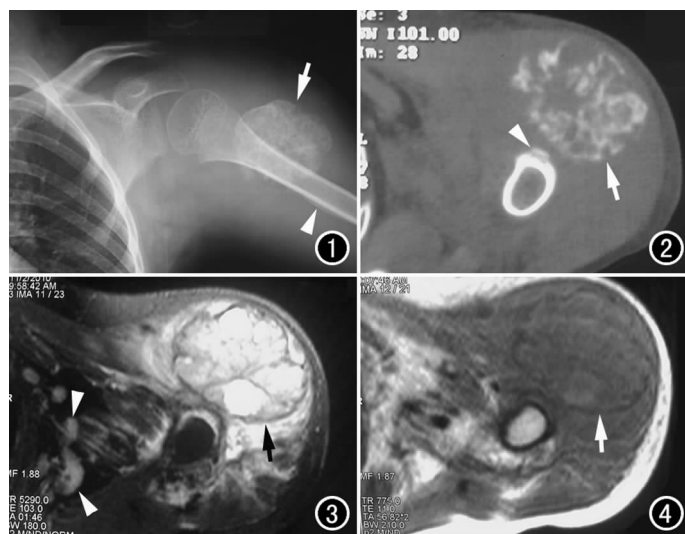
X 线片示左肱骨上段外侧软组织内类圆形高密度影(箭)及层状骨膜反应(箭头)。图 2 CT 横轴面骨窗示左肱骨上段外侧软组织内类圆形团块状高密度影(箭), 病变附近肱骨上段可见层状骨膜反应(箭头)。图 3 MRI 横轴面 T₂WI 示左肱骨上段前外侧软组织内类圆形混杂信号肿物(箭), 边缘环状短 T₂ 信号, 腋窝内多发肿大淋巴结(箭头)。图 4 MRI 横轴面 T₁WI 示左肱骨上段前外侧软组织内类圆形等 T₁ 信号肿物, 边缘环状长 T₁ 信号(箭)。
